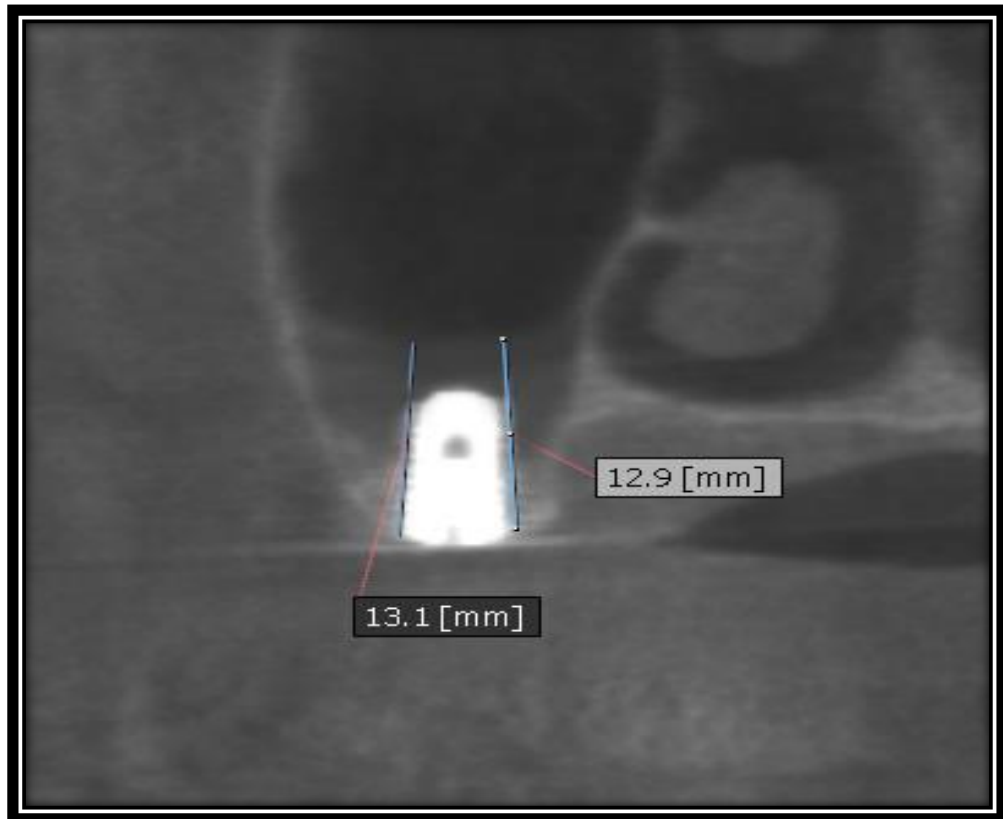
صورة شعاعية تشخيصية بطريقة *CBCT* بمقطع سهمي ويظهر عليها قياسات ارتفاع العظم المتبقي تحت الجيب الفكي وقياسات بعد النقطة الثابتة المختارة عن مركز الزرعات المخطط له
